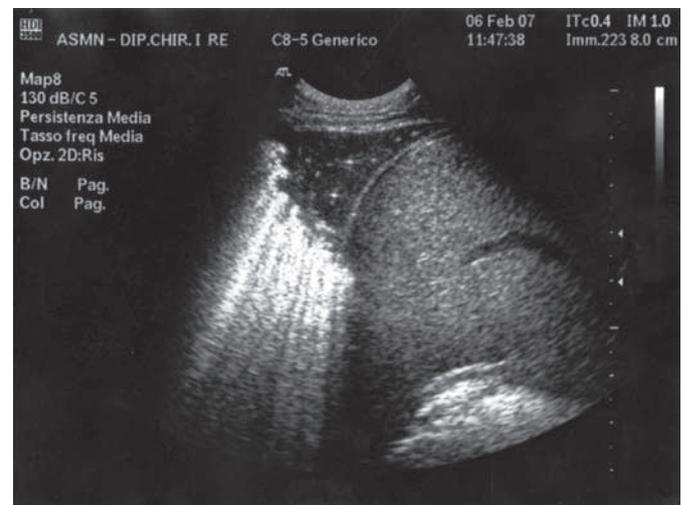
Ecografia del torace: Area condensativa del lobo medio con broncogramma aereo.
